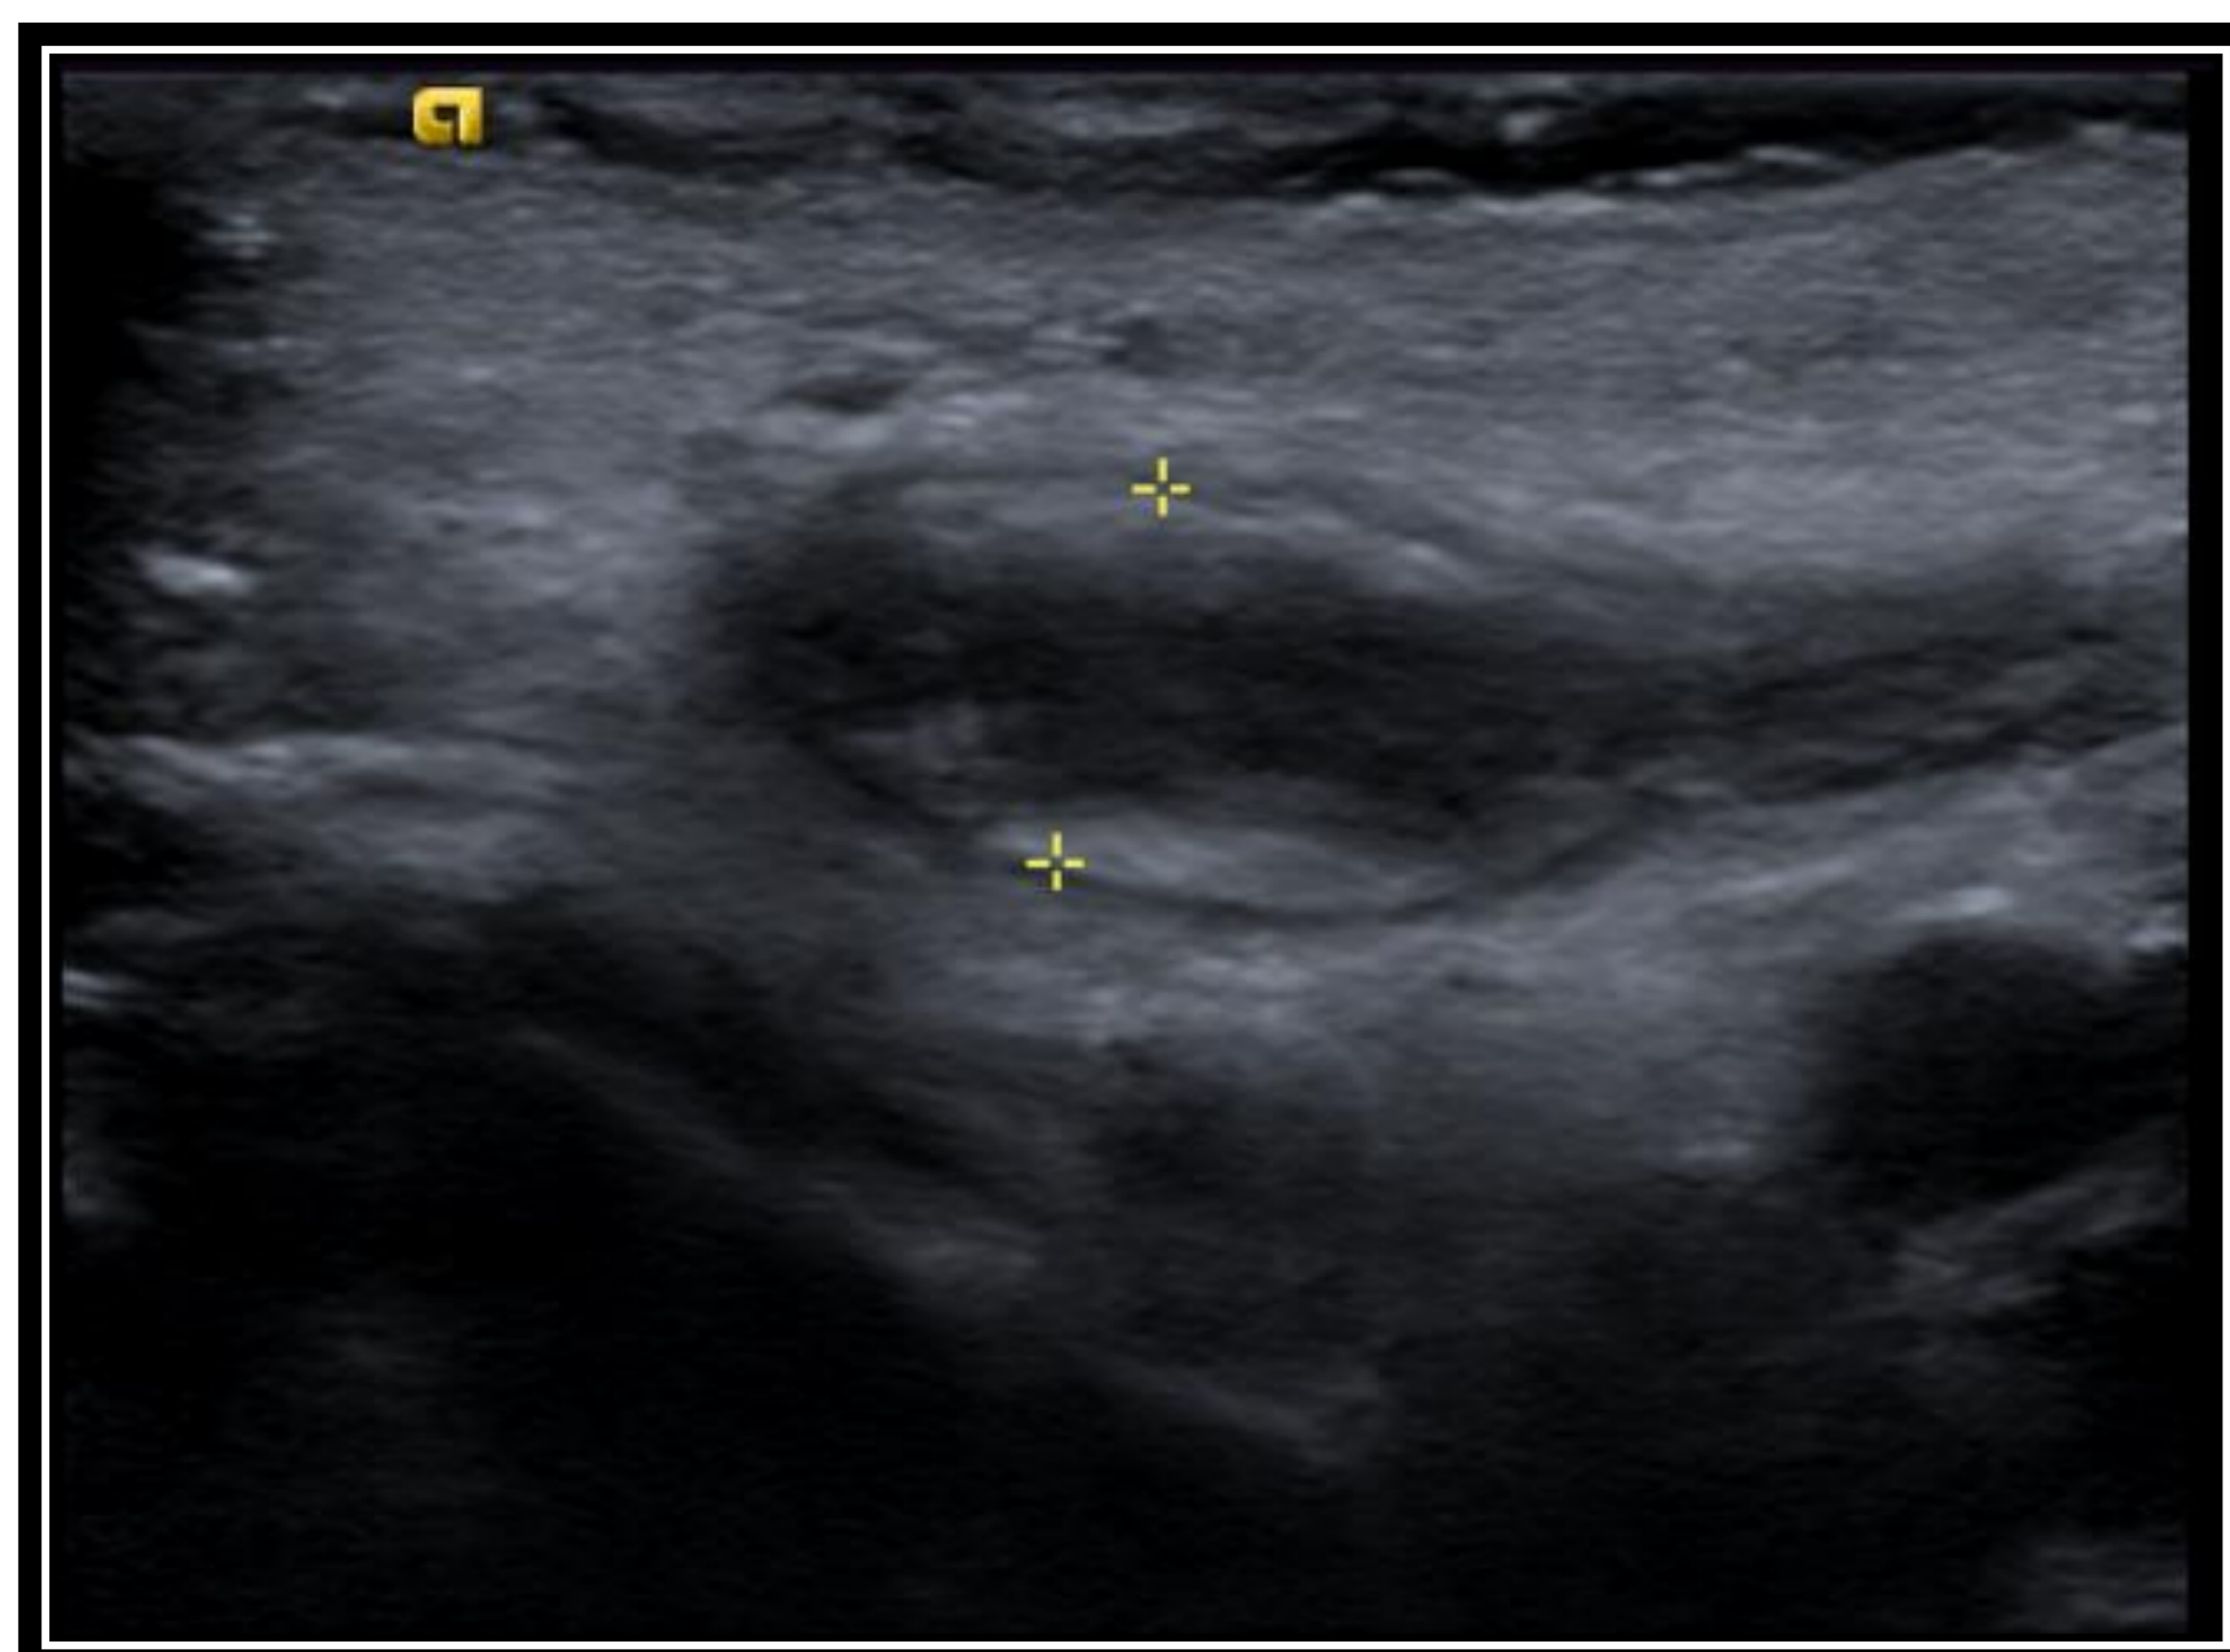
Ecografía de cuello. Preescolar de 2 años con supuración por orificio cervical medio. Presenta nódulo adyacente a lóbulo profundo de la parótida izquierda con trayecto fistuloso a piel (flecha), compatible con quiste del 1er arco branquial con fístula a piel.
